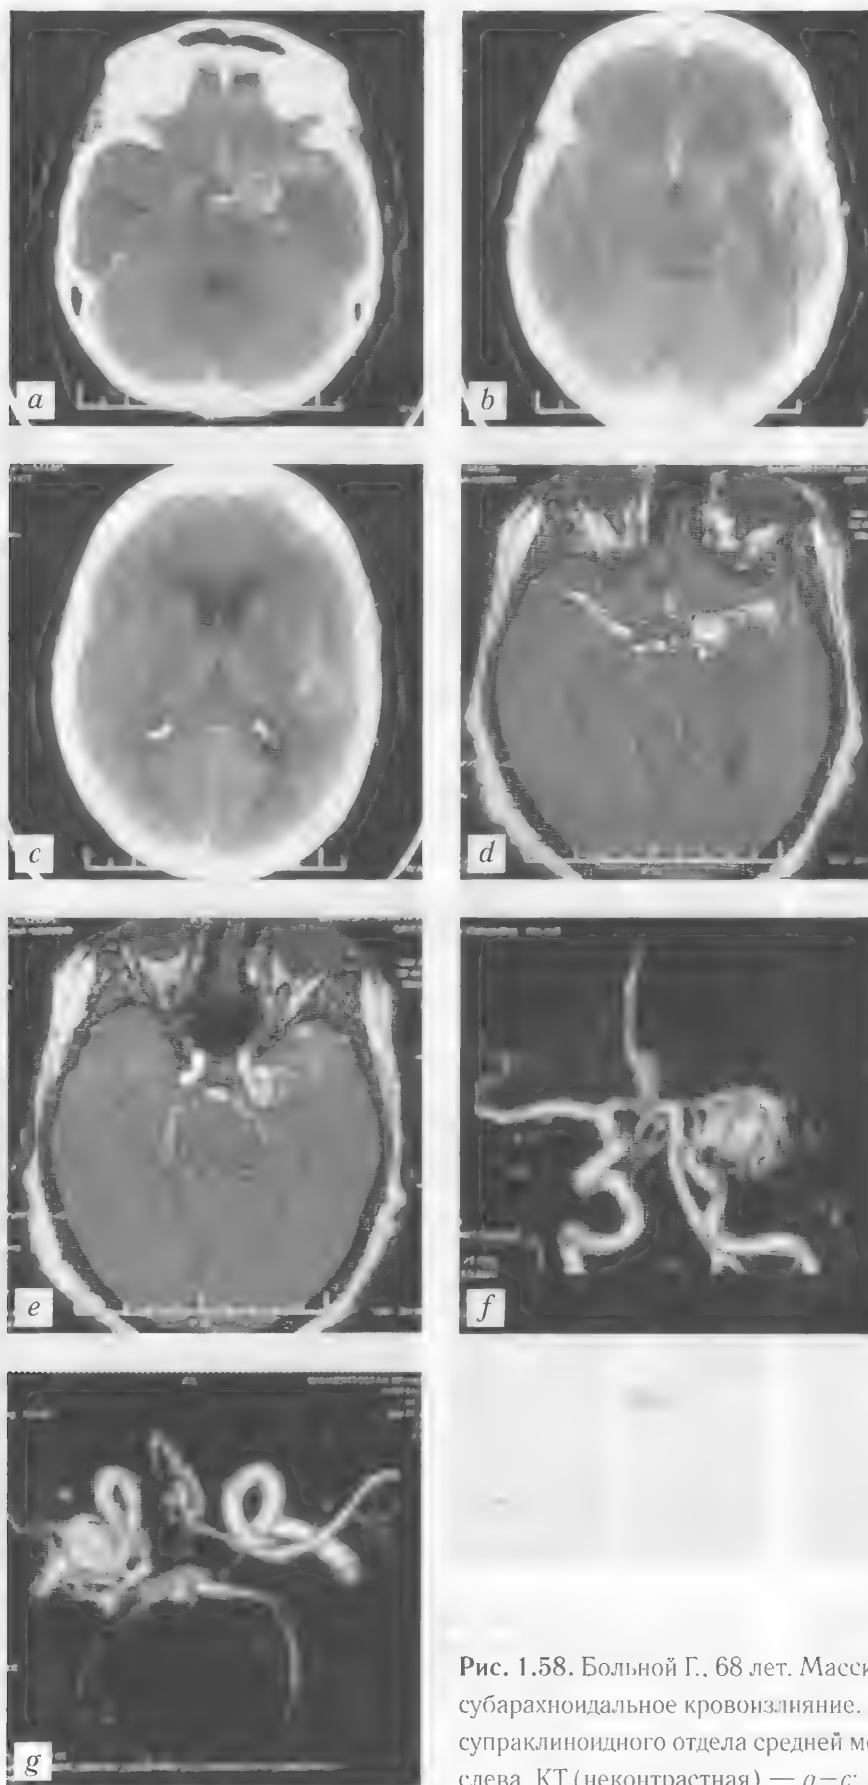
Больной Г., 68 лет. Массивное субарахноидальное кровоизлияние. Аневризма супраклиноидного отдела средней мозговой артерии слева. КТ (неконтрастная) — *a-c*; МРА — *d-g*
